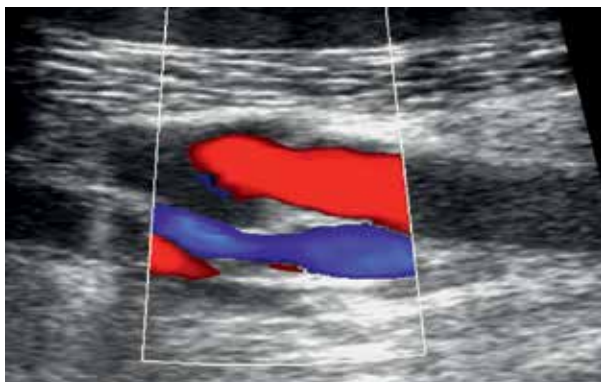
Farbkodierte Duplexsonographie eines PTS.
